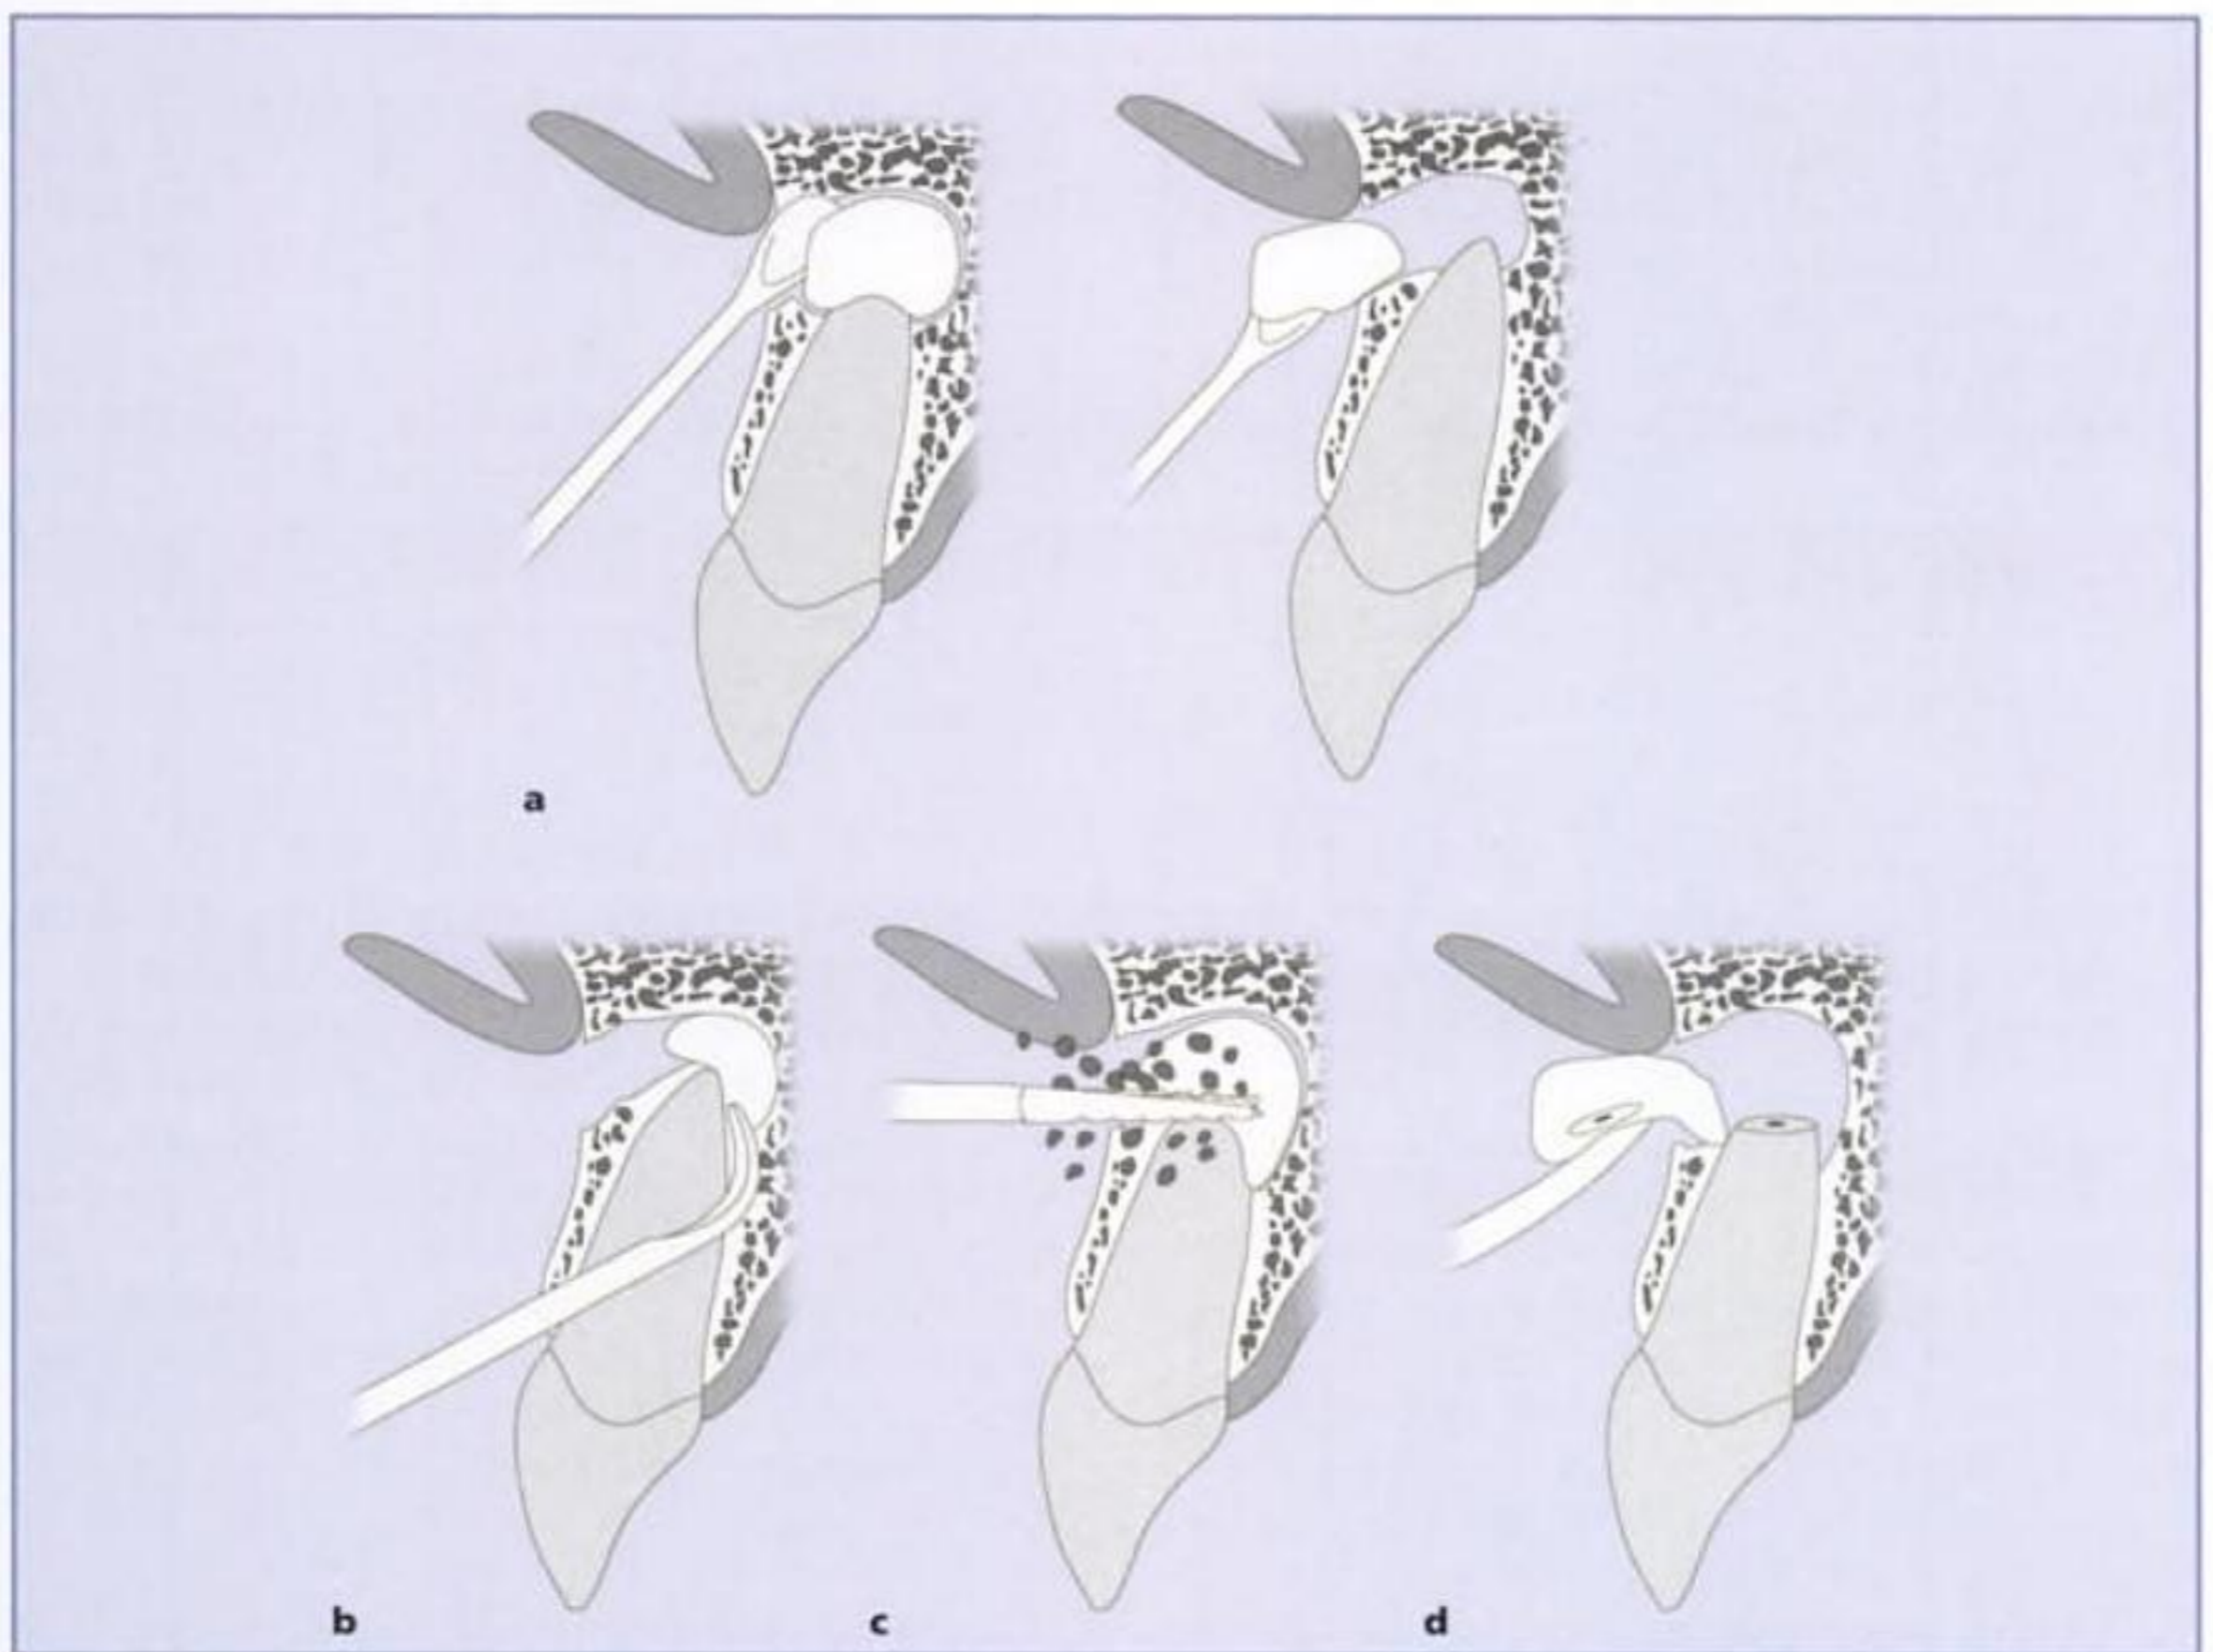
Enucleación y curetaje de la lesión: a) despegamiento de la lesión mediante curetas o cuchara quirúrgica; b) curetaje de las paredes y, en particular, de las porciones perirradiculares; c-d) puede estar indicado realizar primero la apicectomía y después la remoción en bloque del ápice y de la lesión periapical.
